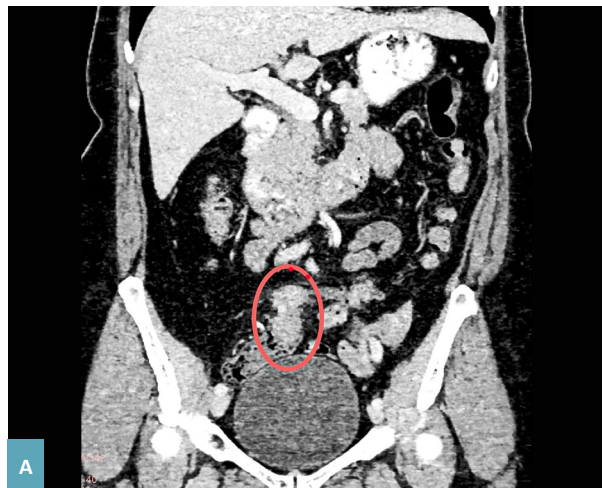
Пациентка С., 55 лет у которой по КТ было пропущено перитонеальное наложение на стенке дистальной части тощей кишки размерами $26 \times 24 \times 35$ мм (2 балла согласно шкале Sugarbaker). А – изображение корональной проекции КТ в венозную фазу; Б – КТ изображение в аксиальной проекции в артериальную фазу сканирования.
